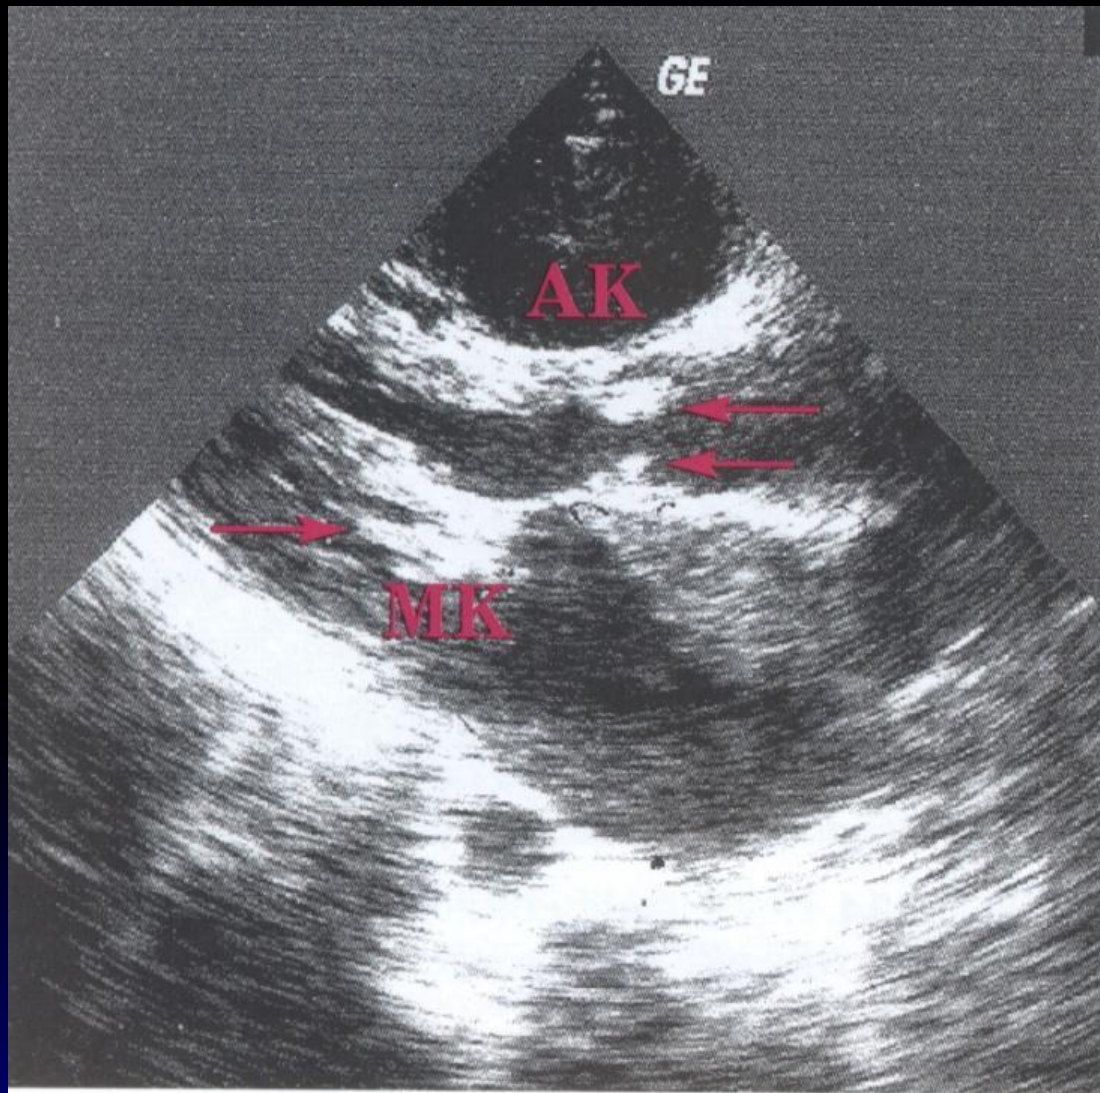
Эхокардиограмма. «Классические признаки» септического эндокардита: микробные вегетации (указаны стрелками) на митральном (МК) и аортальном клапане (АК)
